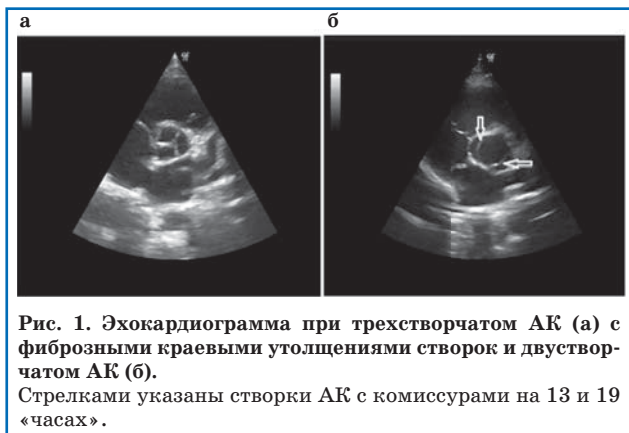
Эхокардиограмма при трехстворчатом АК (а) с фиброзными краевыми утолщениями створок и двустворчатом АК (б). Стрелками указаны створки АК с комиссурами на 13 и 19 «часах».
